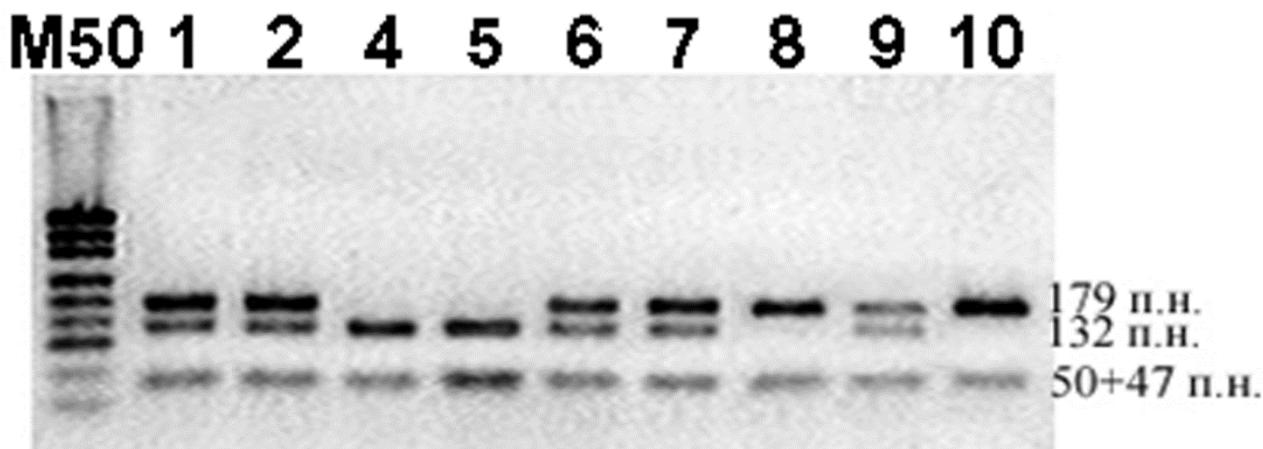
Электрофорограмма разделения продуктов ПЦР-ПДРФ замены rs2097629 в 3%-ом агарозном геле. Фрагмент длиной 229 п.н. подвергался рестрикции с эндонуклеазой BstMAI. 3,4, - гомозиготы по аллелю (TT) 7,9– гомозиготы по аллелю (CC); 1,2,5,6,8 – гетерозиготы (CT).
